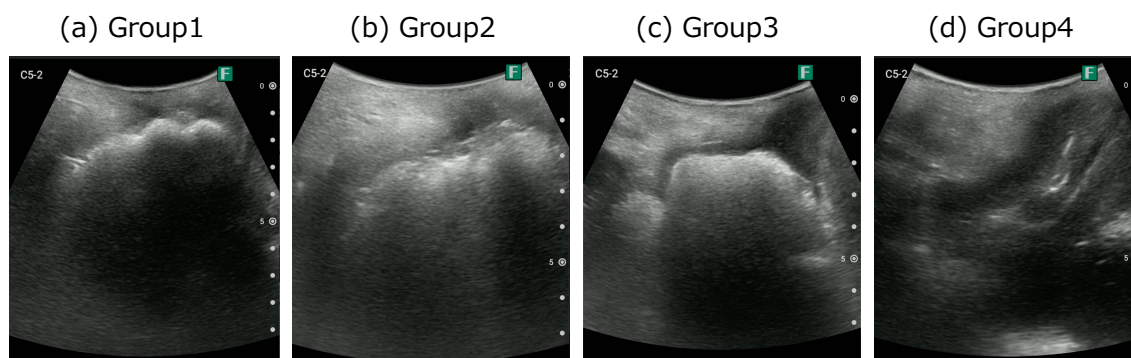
携帯型エコーにより経腎裂アプローチで撮影した分類ごとの典型的なエコー画像
